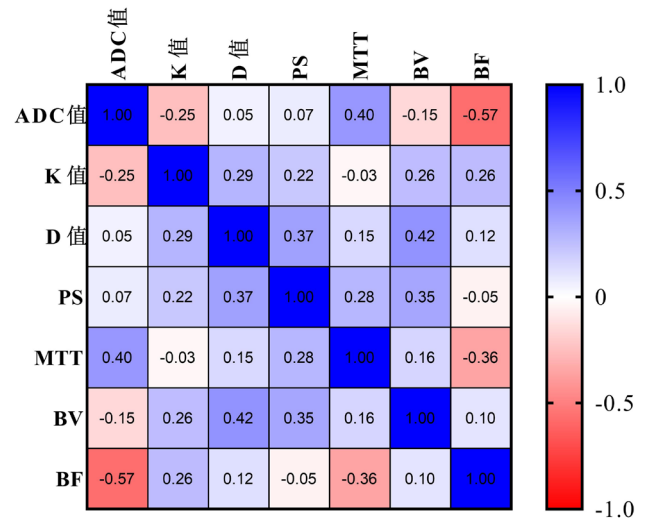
MR-DKI参数与CT灌注参数的相关性分析。
